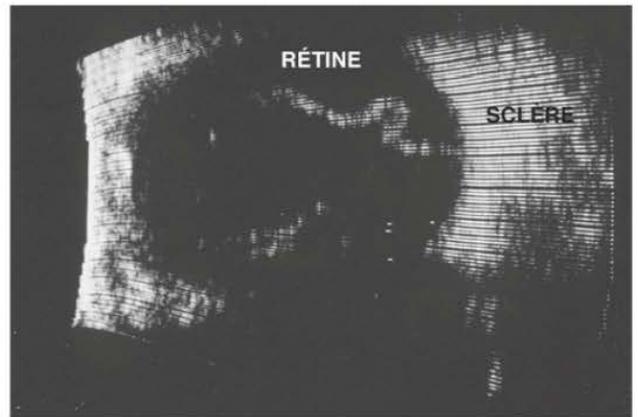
Échographie B d'un œil porteur d'un décollement de rétine.
